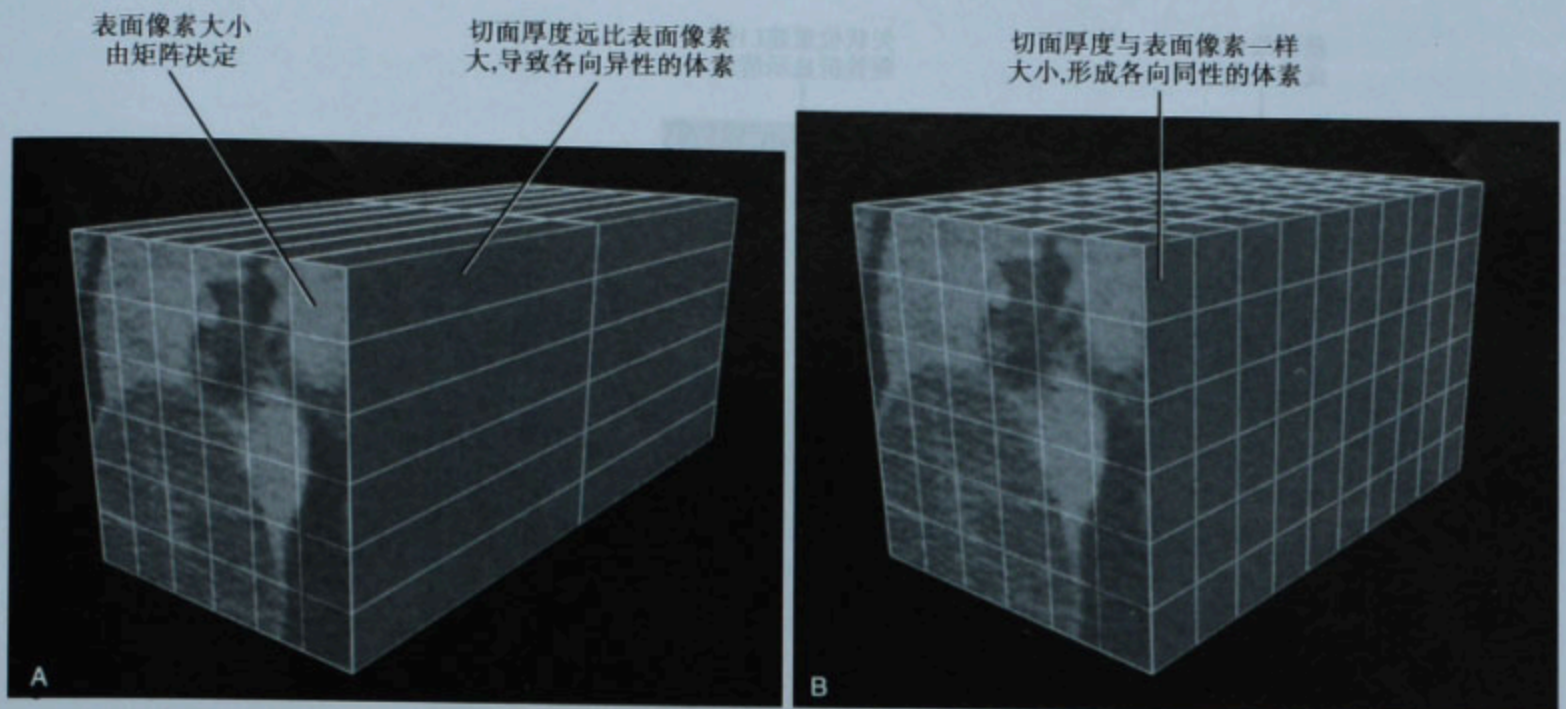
各向异性的(A)和各向同性的(B)体素。肾囊肿的 CT 横断面图像显示在代表横断面图像的重叠体素上的表面像素,同时显示每个体素所有方向的其他面。图像没有标测
